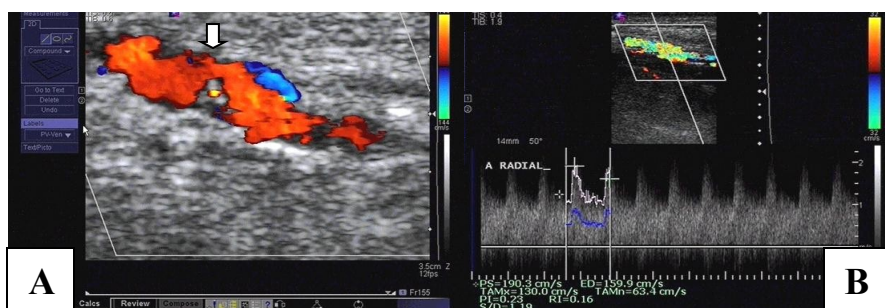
EcoDoppler mostrando estenose acima de 50% (seta) em FAV rádio-cefálica (A). Medidas Dopplervelocimétricas da FAV (B).
